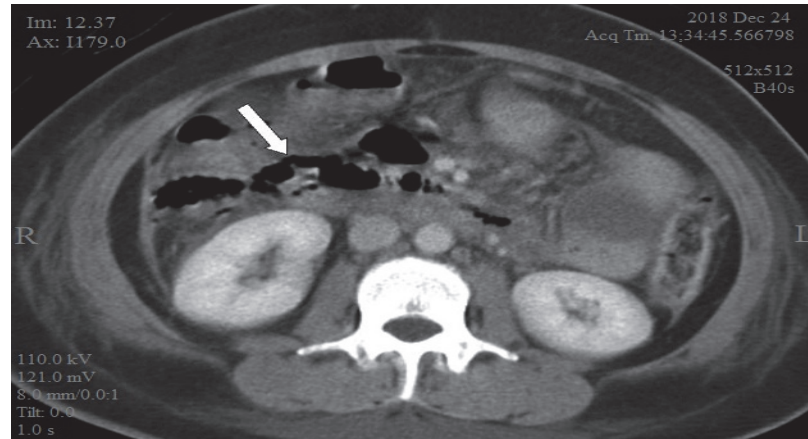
Той же хворий на травму ДПК - КТ-сканування показує розрив ДПК з наявністю вільного повітря в правому параренальному просторі біля просвіту ДПК (стрілка)
